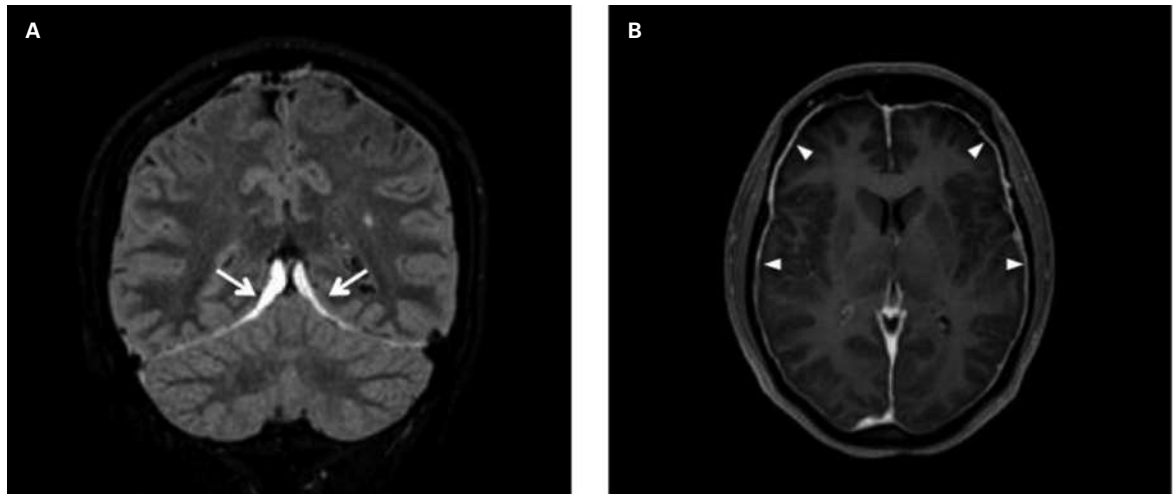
MRI des Gehirns am fünften Tag nach Lumbalpunktion. MRI des Gehirns, coronare FLAIR-Sequenz. Subduralhämatom (Pfeil) entlang des Tentoriums (A). Kontrastmittel-verstärkte axiale T1-Sequenz (T1 3D TFE). Starkes meningeales Enhancement (B, Kopfpfeil).
